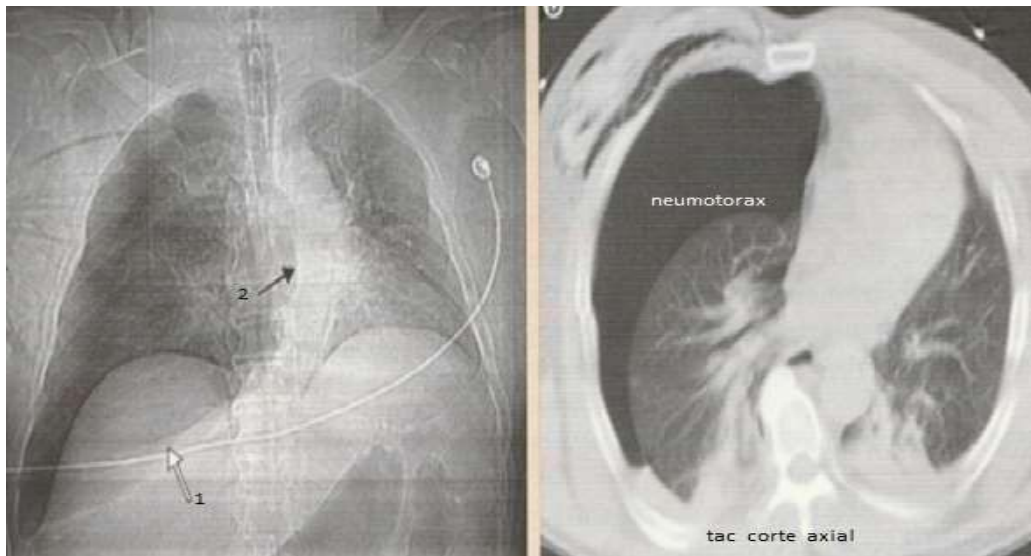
Neumotórax en radiografía y Tac de corte axial.*
